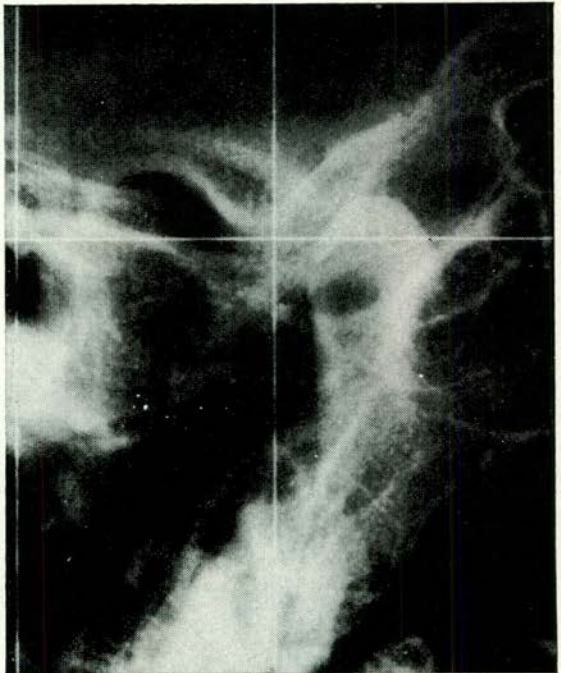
Voorbeeld van een röntgenopname die met — werd beoordeeld.
